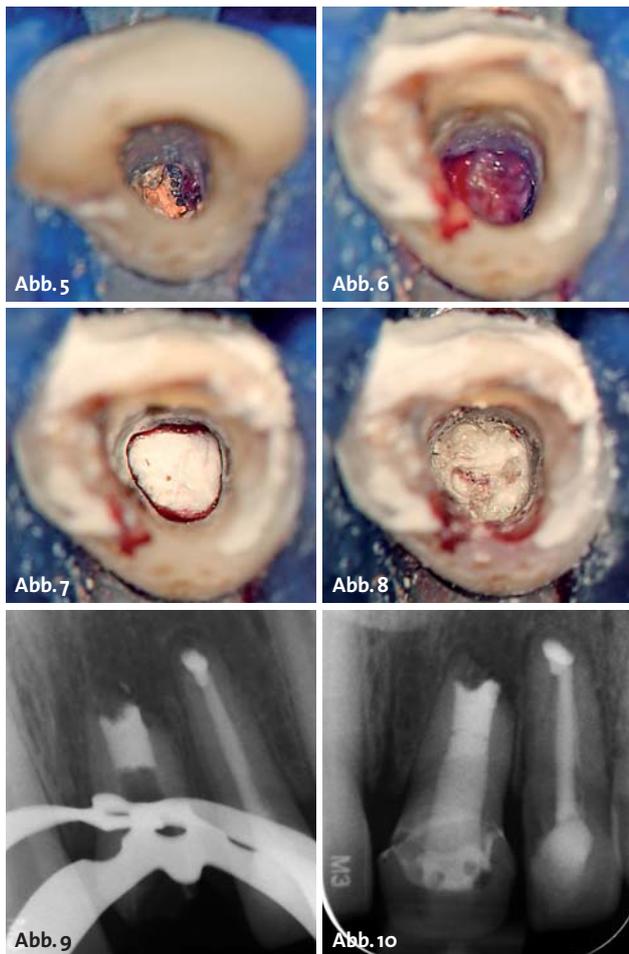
Transapikale Füllungsgrenze. – Abb. 6: Vollständige Reinigung. – Abb. 7: Kollagenmatrix. – Abb. 8: MTA-Plug. – Abb. 9: Röntgen-MTA-Plug. – Abb. 10: Röntgen der Wurzelfüllung.
